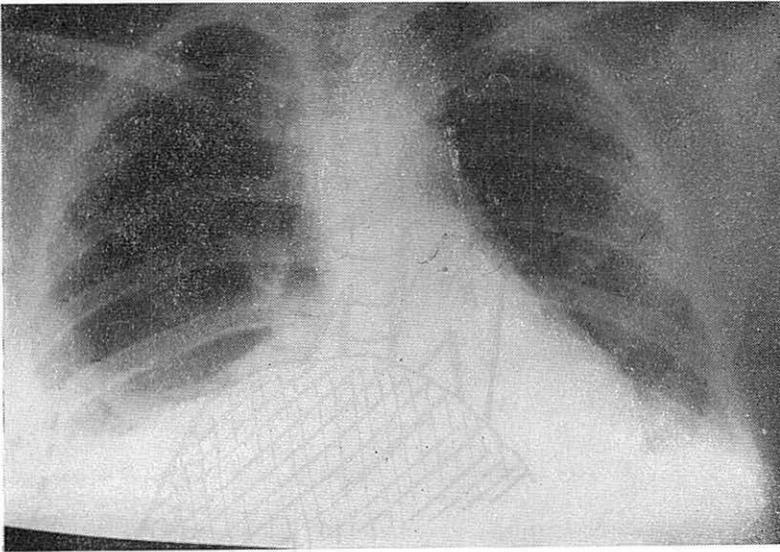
Radiografía practicada a las cuarenta y ocho horas del accidente. Obsérvese el Hemoneumotórax bilateral.
